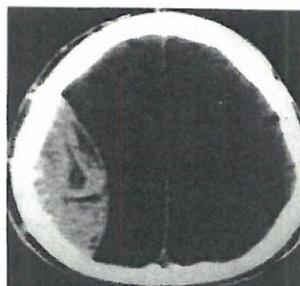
TAC CE mostrando um hematoma epidural
